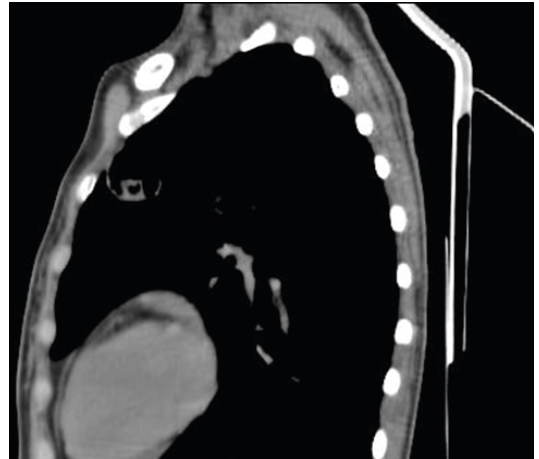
Комп'ютерна томографія легень хворої У., 1988 р.н.
